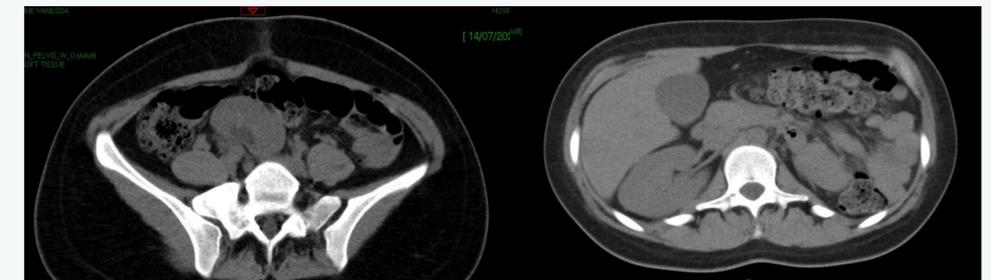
TAC ABDOMINO-PELVICA SIMPLE
